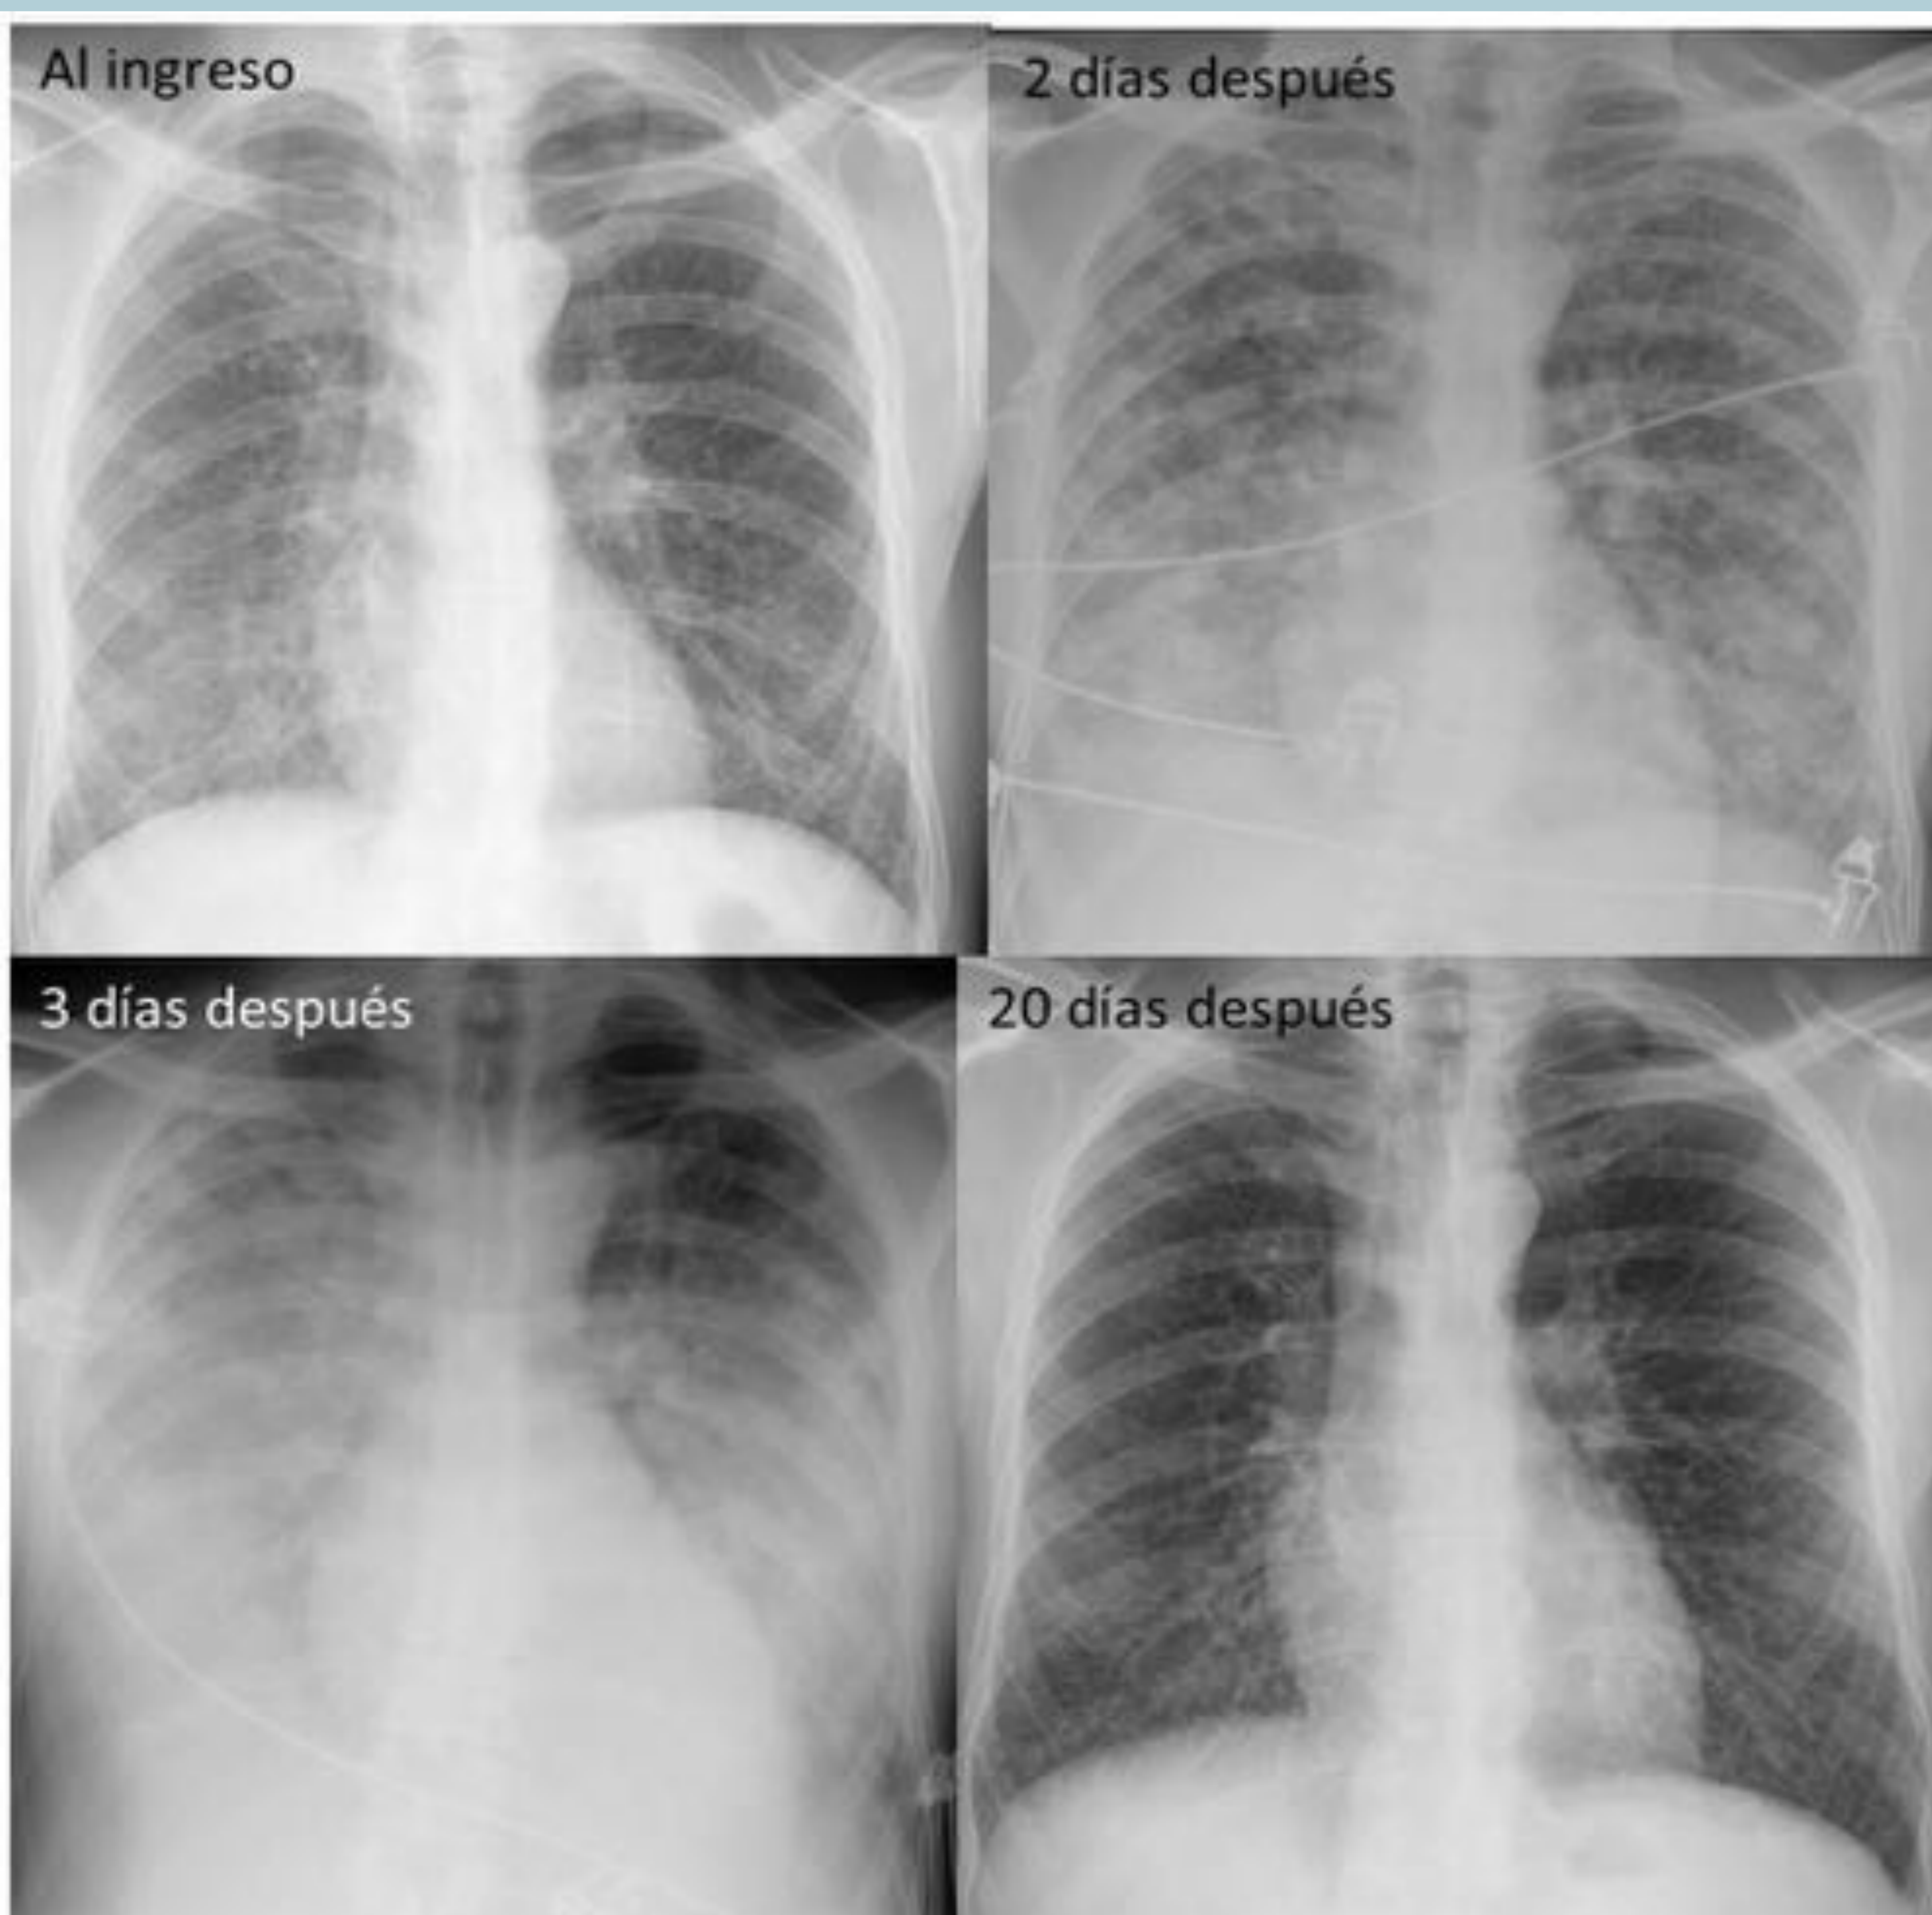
Radiografía de tórax anteroposterior de una varón de 41 años con neumonía por Varicella. La radiografía de tórax del día de ingreso mostró un patrón micronodular bilateral y difuso. Dos días después, aparecieron opacidades nodulares bilaterales y difusas y el tercer día progresaron a consolidaciones pulmonares bilaterales. En veinte días, las consolidaciones pulmonares habían desaparecido.
